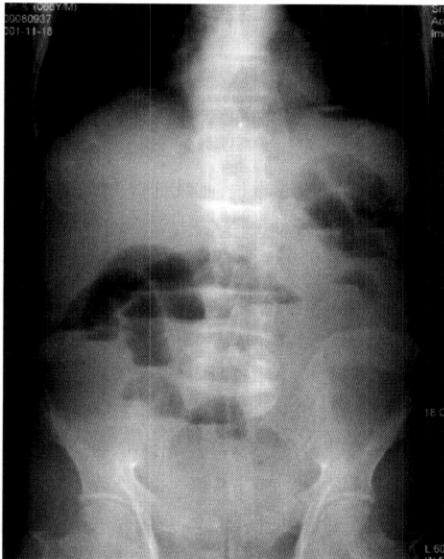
An X-ray of abdomen demonstrates gaseous dilated small bowel loops with multiple air-fluid levels.
